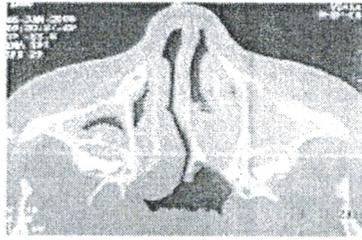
TDM (forme mixte)
